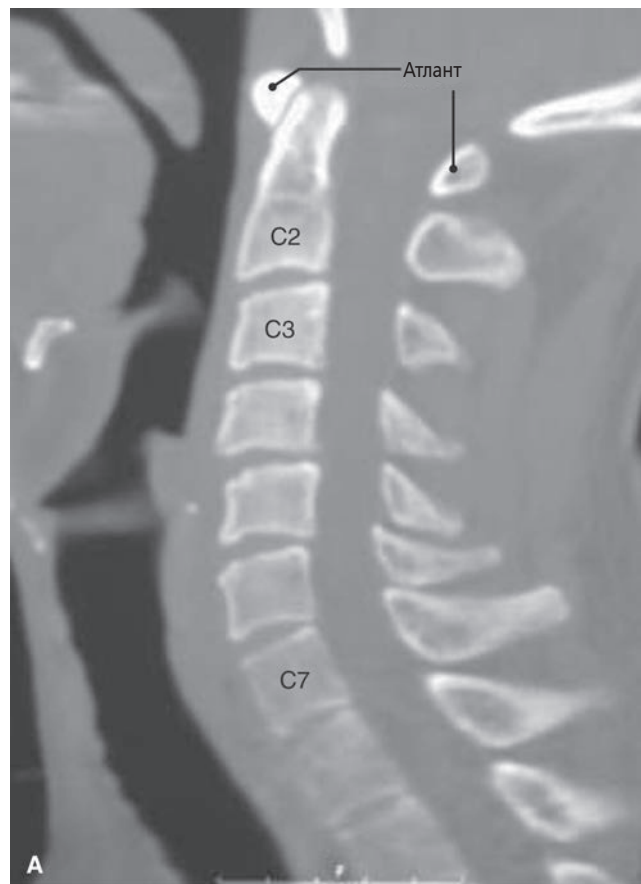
КТ, переформатированная как сагиттальная (А) и коронарная (Б) проекции шейного отдела. Первое межпозвонковое пространство диска у C2–C3. Крючковидный отросток сочленяется со смежными телами для формирования унковертебрального сустава (овал).
